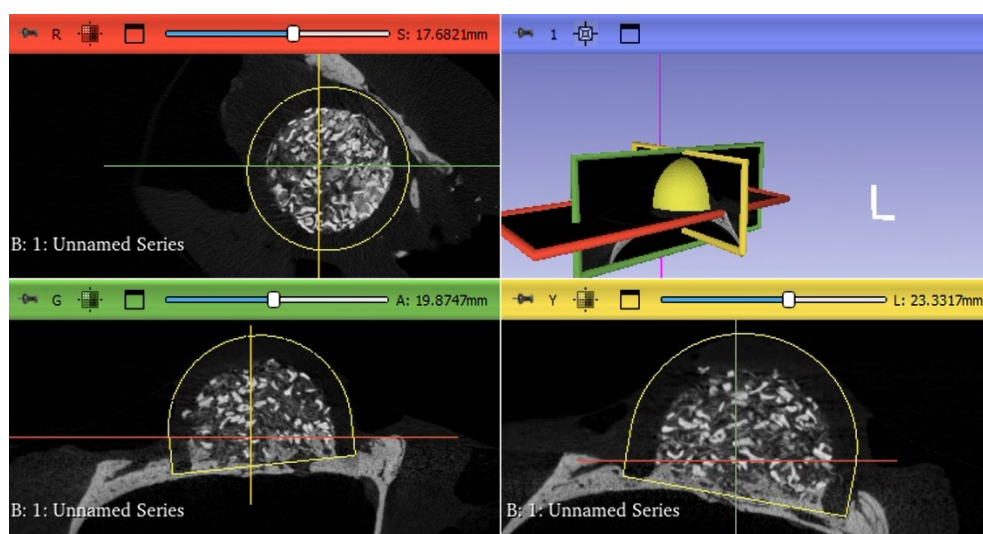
μ CT e ROI accuratamente allineata con il volume di interesse
